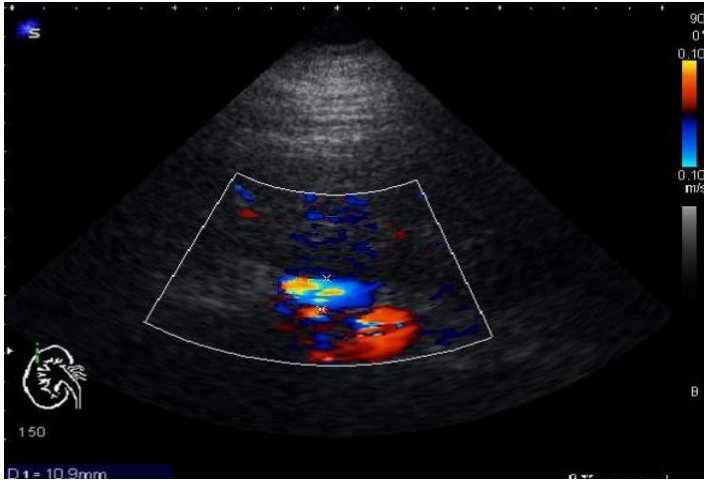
Ecografia cu doppler-color.
